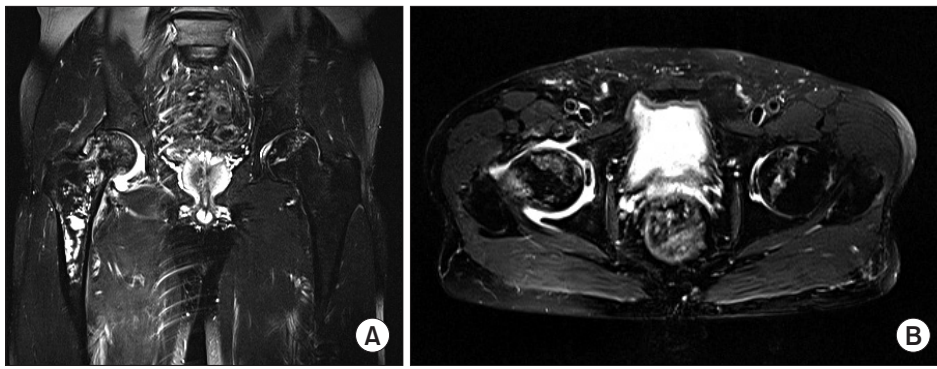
Coronal (A) and axial (B) T2-weighted fat suppression magnetic resonance imaging show extended necrosis extended to the femur diaphysis.
